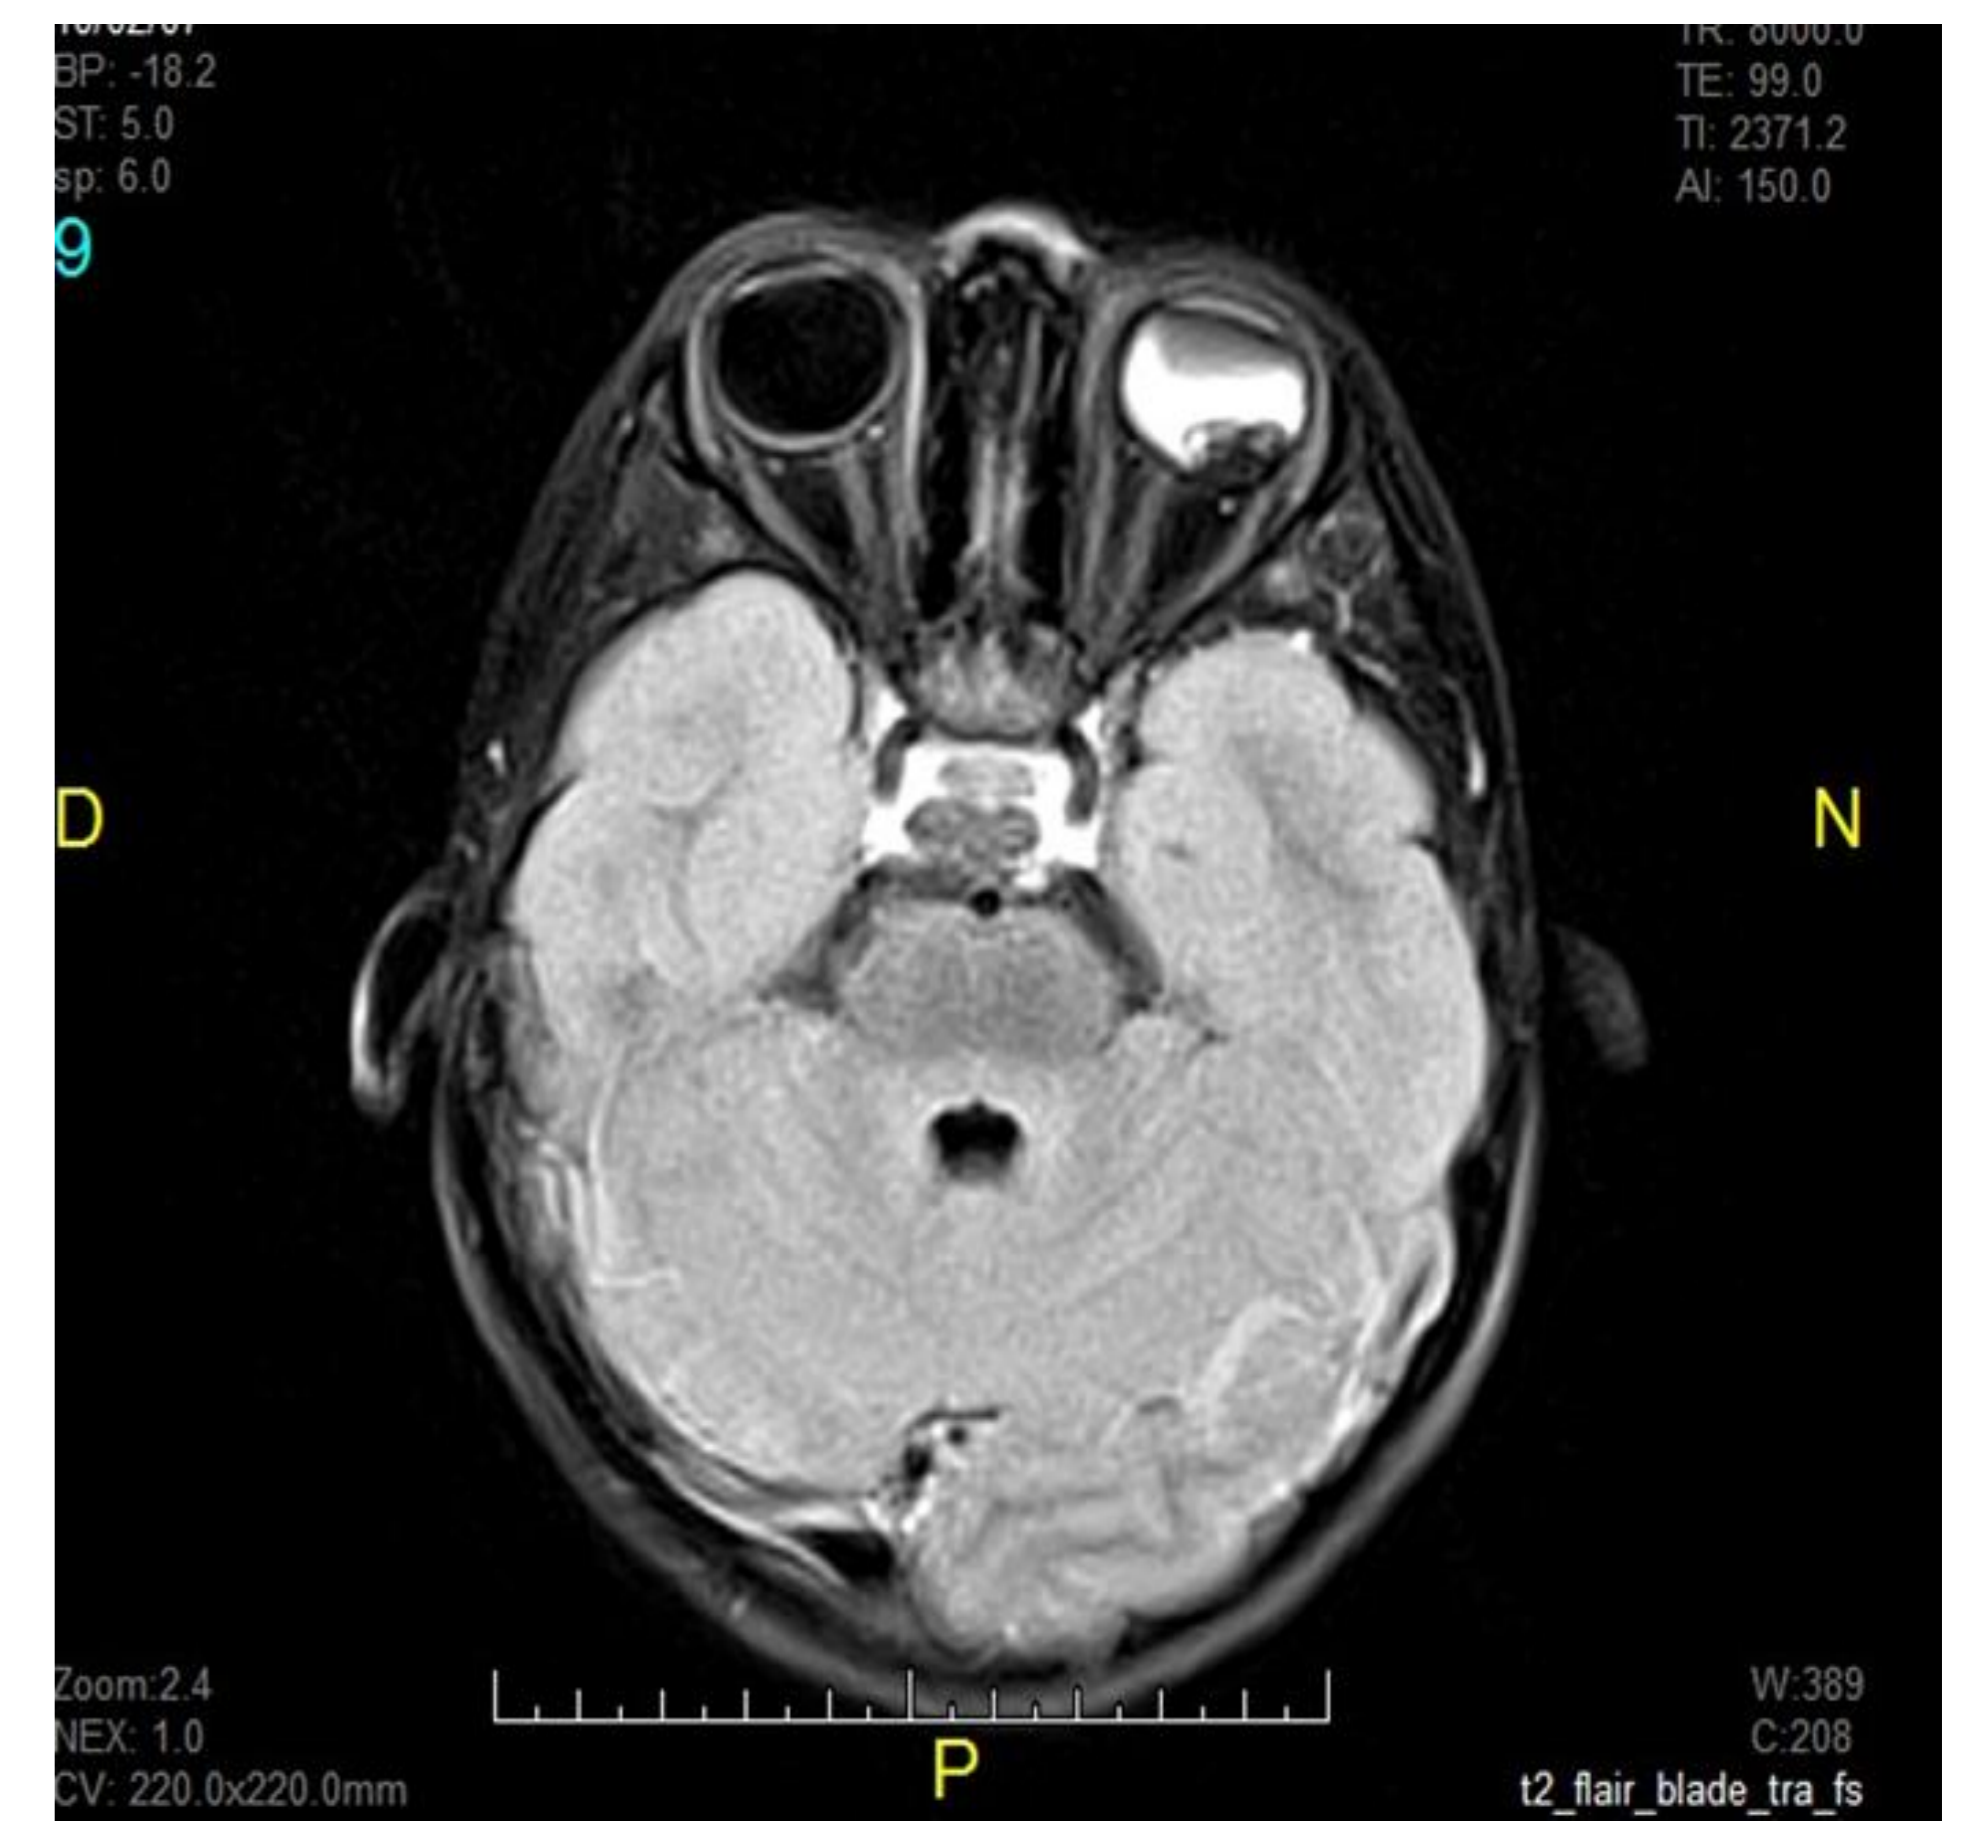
Resonancia magnética nuclear de orbita.
